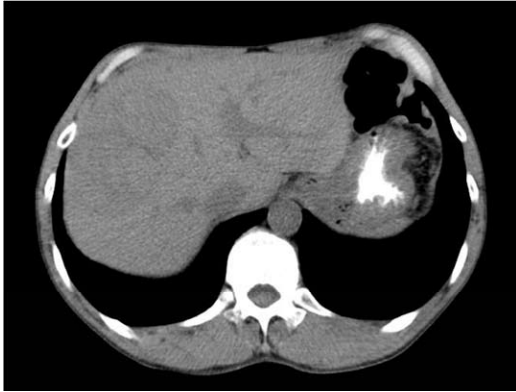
偶然発見された肝細胞がん症例：56歳，男性，HBV および HCV 陰性，輸血歴なし，肝に CT 値の低いまだらな腫瘍性病変を指摘された。肝細胞がん（単純結節増殖型，未分化型）であり，肝前区域切除が行われた。
